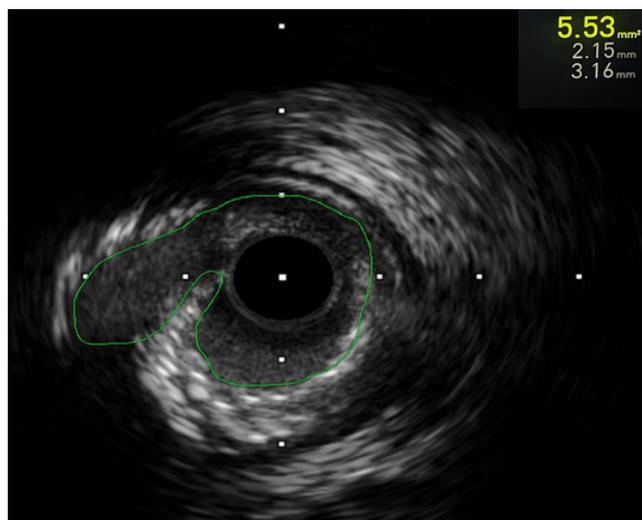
Нарушение целостности фиброзного тяжа после дилатации баллоном высокого давления на ВСУЗИ.
